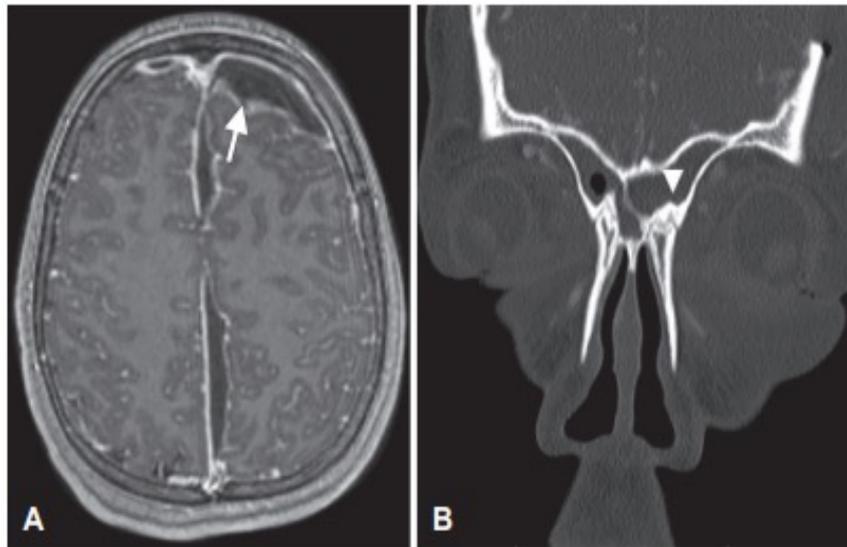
(A) MRI T1 axial con contraste, empiema subdural frontal izquierdo (flecha) y cerebritis frontal en una mujer de 13 años; (B) El seno tomográfico computarizado coronal mostró enfermedad del seno frontal concurrente (punta de flecha) sugestiva de propagación contigua de la infección
